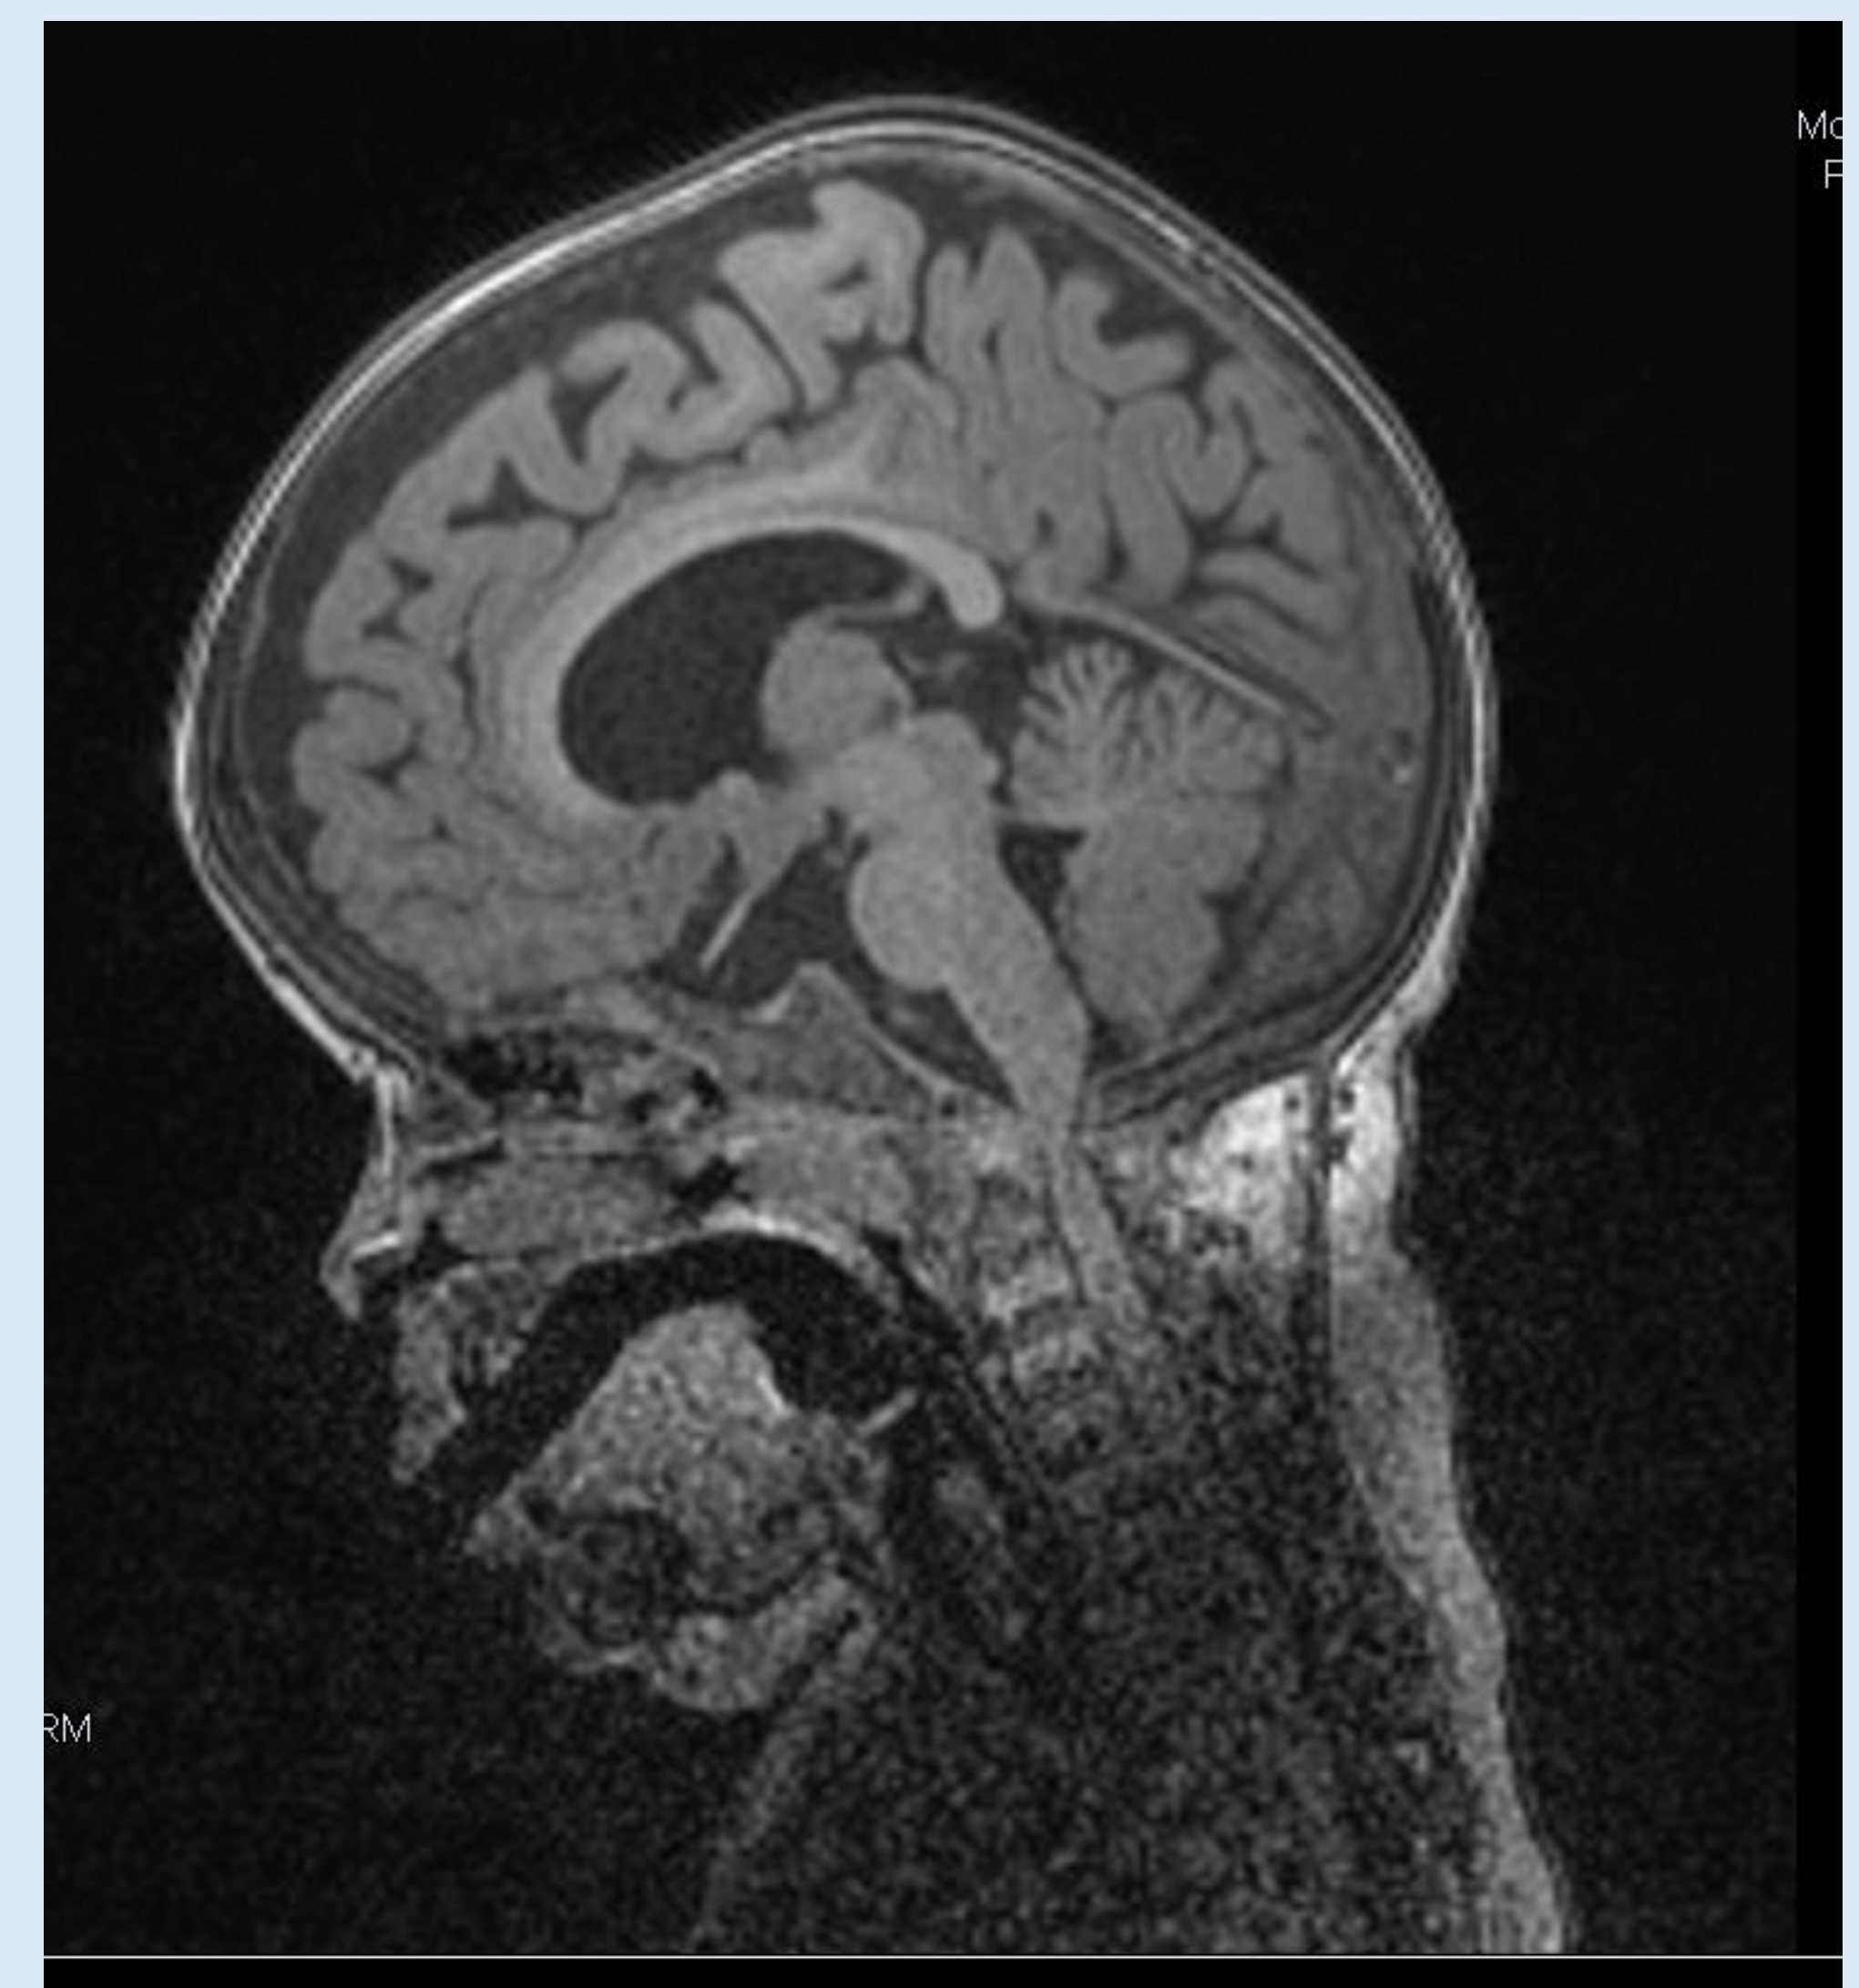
RMN cráneo-medular en corte sagital: estenosis del foramen magnum y compresión medular.
